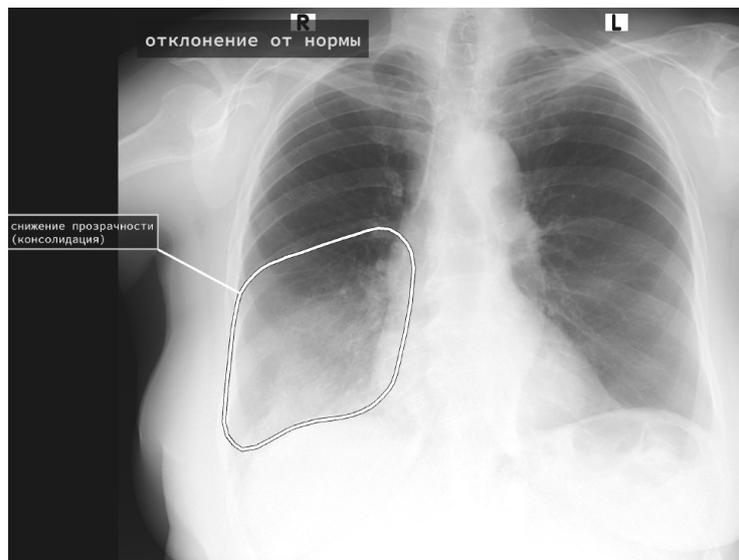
Пример реализации DICOM SC, сгенерированного программным обеспечением на основе технологий искусственного интеллекта для рентгенологического исследования
